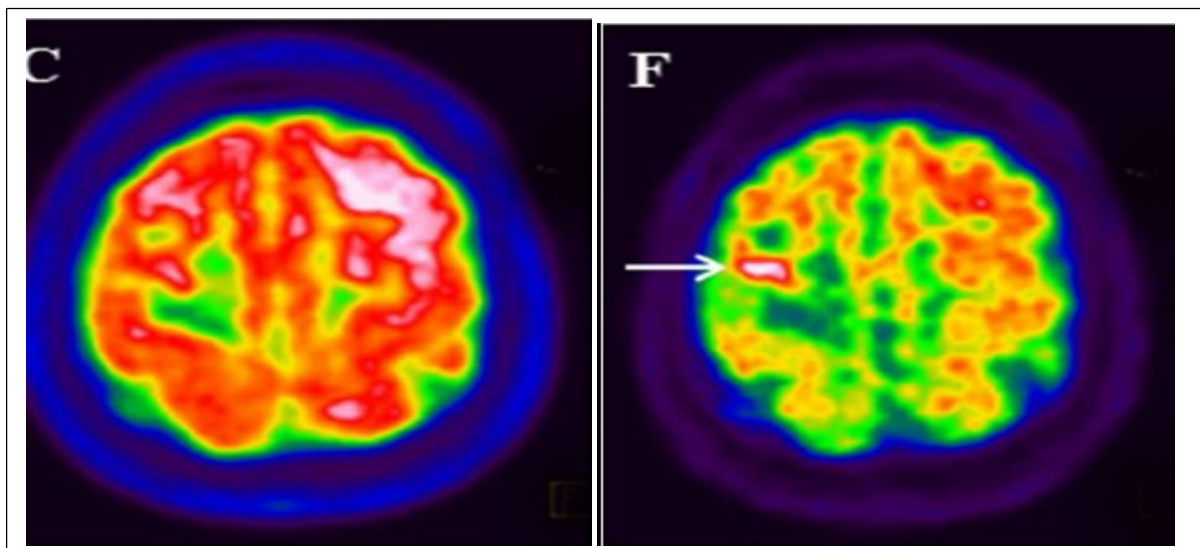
Acquisition TEP 18F-FDG précoce (C) montre une discrète hyperfixation de la lésion frontale droite se renforçant nettement au temps tardif (flèche) (F)
